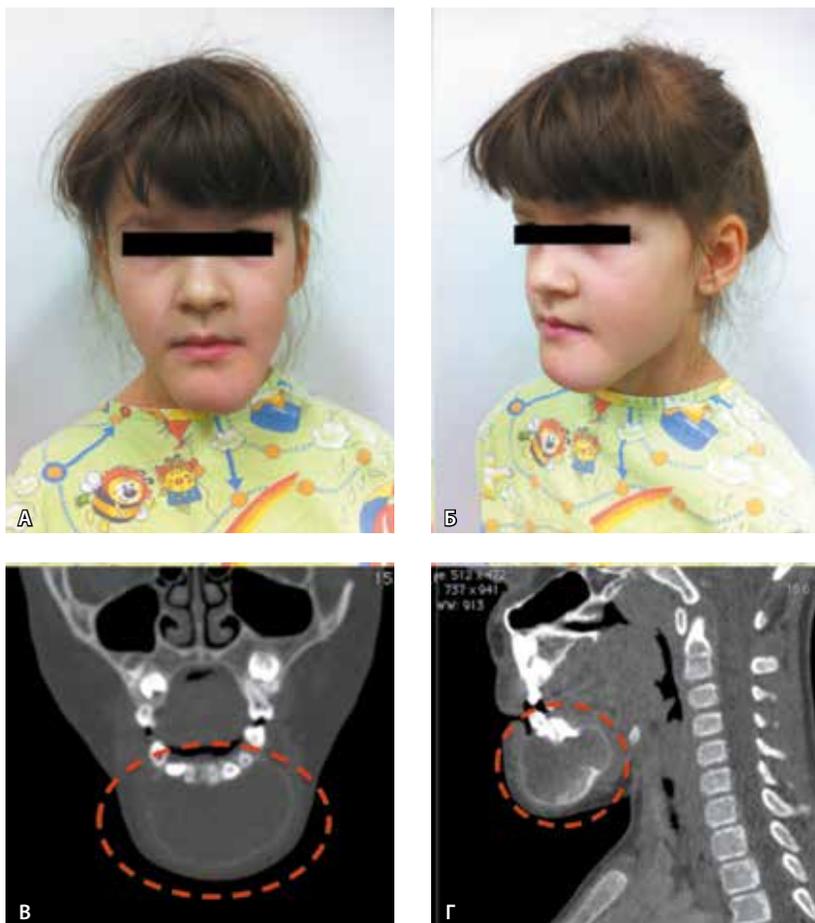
Пациентка Т. 6 лет при поступлении. Внешний вид (А, Б): лицо деформировано за счет объемного образования тела нижней челюсти. По данным компьютерной томографии головы и шеи с контрастированием (В, Г) определяется образование нижней челюсти кистозно-солидной структуры
